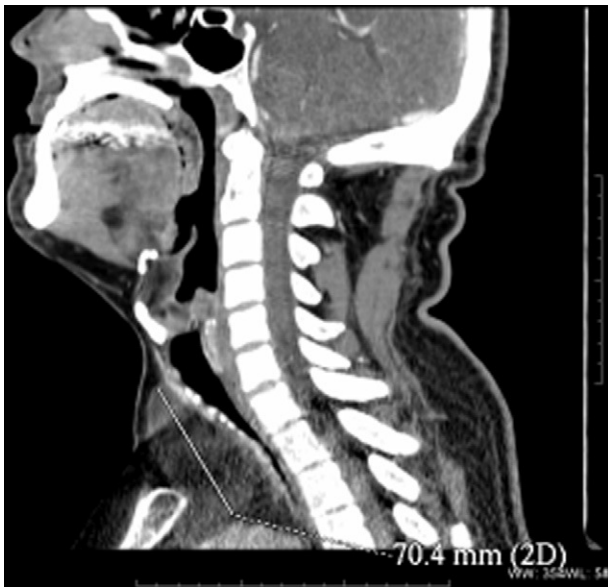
TC cérvico-torácica. Corte sagital. Se observa cómo la tumoración sobrepasa distalmente el borde superior del manubrio esternal.
